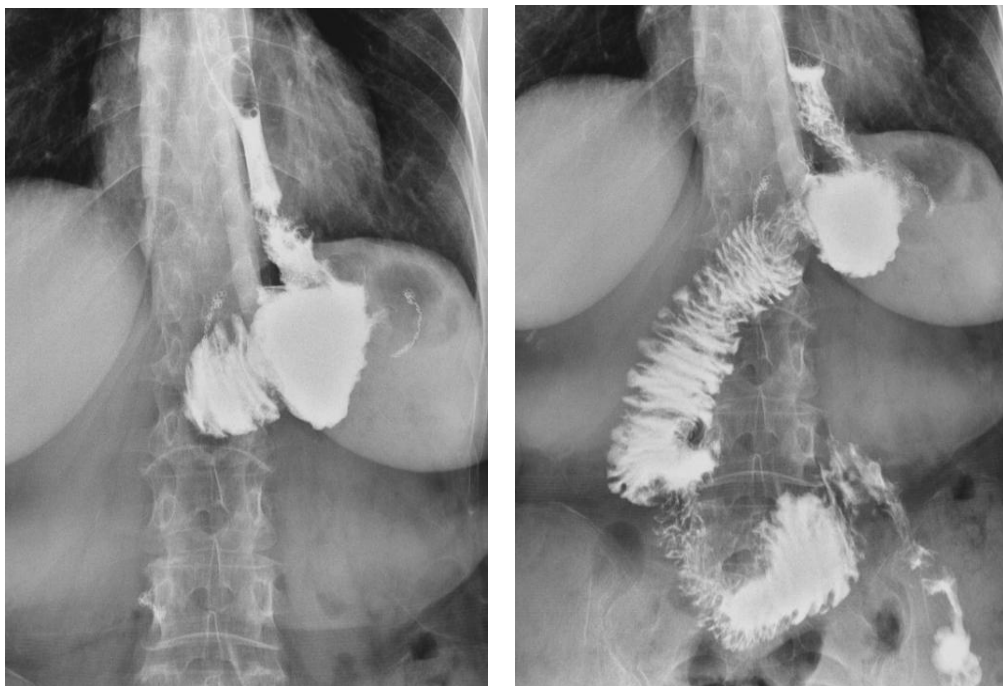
Рентгенограммы больного С., 61 года через 12 мес. после операции.
